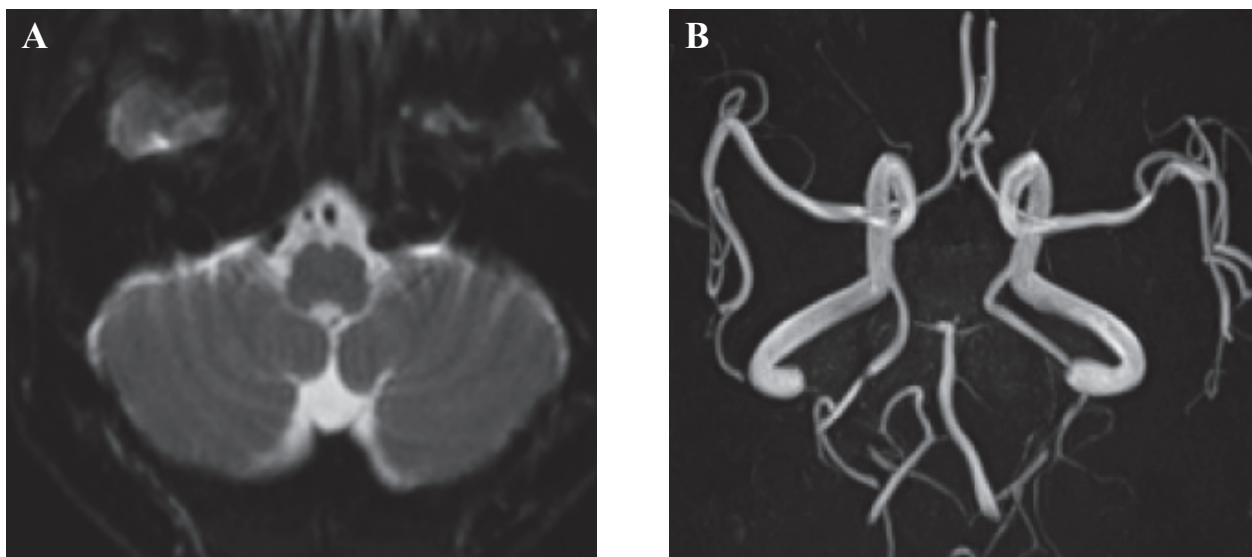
Basilar artery. A: MRI showed two basilar arteries in front of the brain stem. B: MRA showed two basilar arteries lined up side by side. MRI: magnetic resonance imaging.
